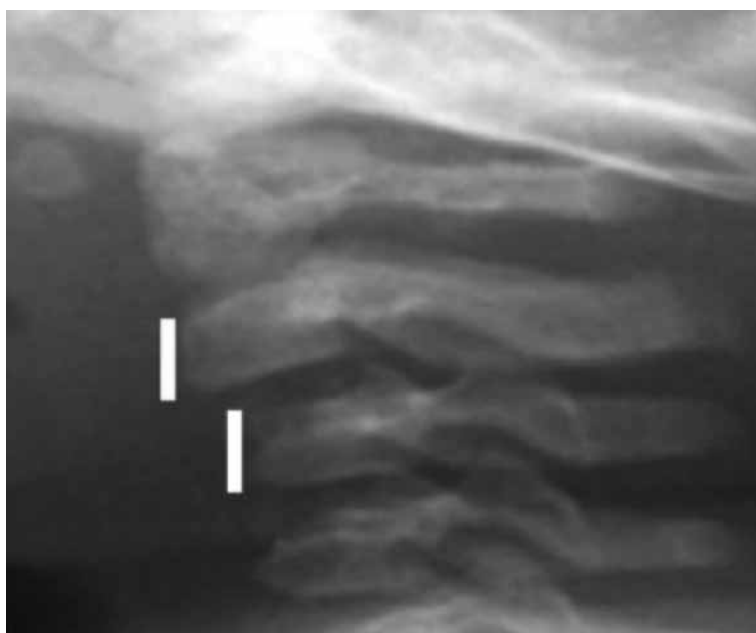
Radiografía cervical simple, visión lateral. Imagen tomada de fuente referencia¹⁰.
